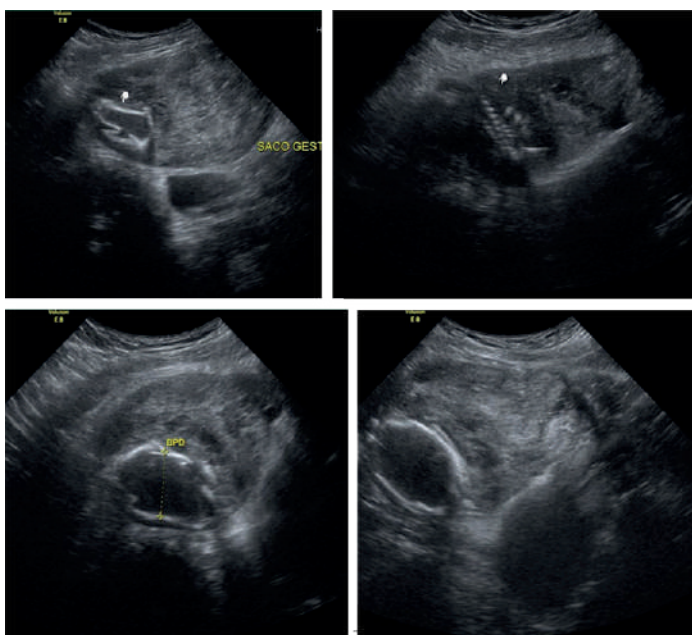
Ultrasonido transvaginal en donde se observa el embarazo ovárico en el lado derecho, con estructuras fetales dentro del ovario.
